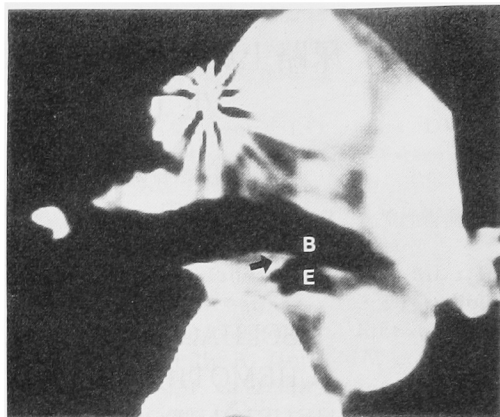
CT scan revealed Esophago-bronchial fistula (E: Esophagus B: Bronchus)
